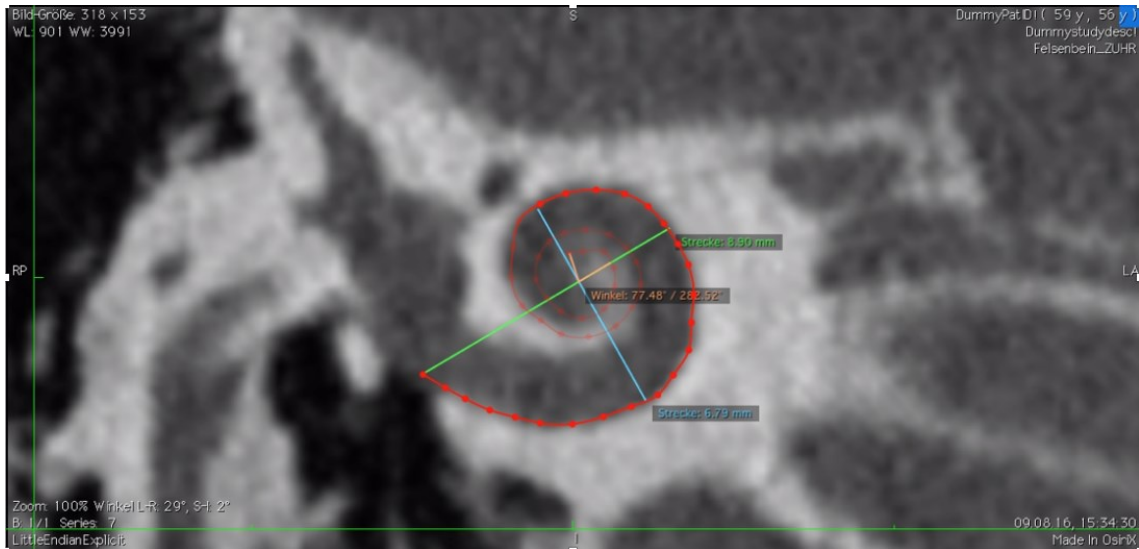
Cochlear View (oben) mit eingetragenen Messungen und entrollte Darstellung (unten) in einer CT-Studie mit sehr guter Bildqualität.
